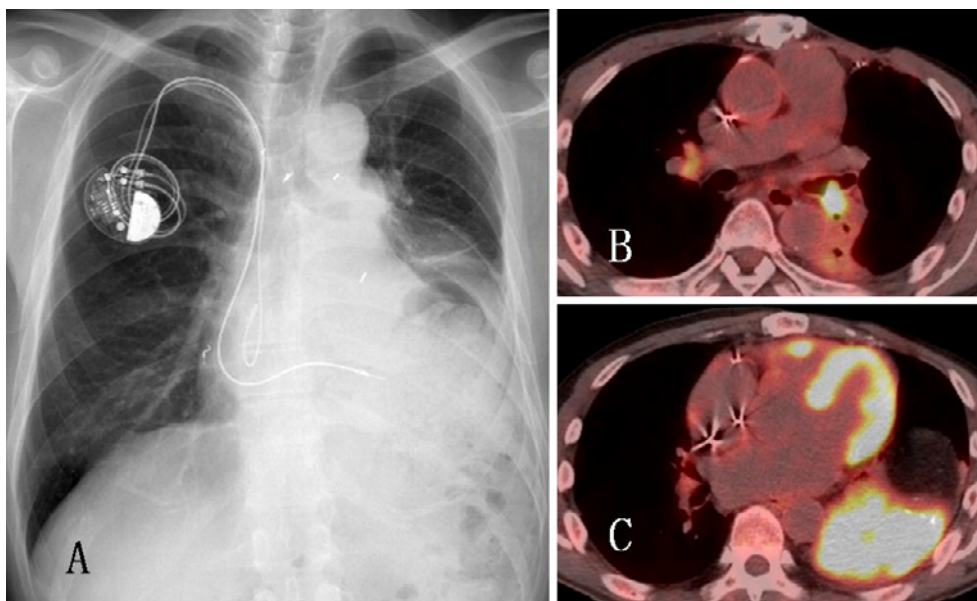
Chest radiography performed on admission showing a left pleural tumor. FDG-PET demonstrated an increased uptake in the pleural tumor and the tumor obstructing the left bronchial airway.
